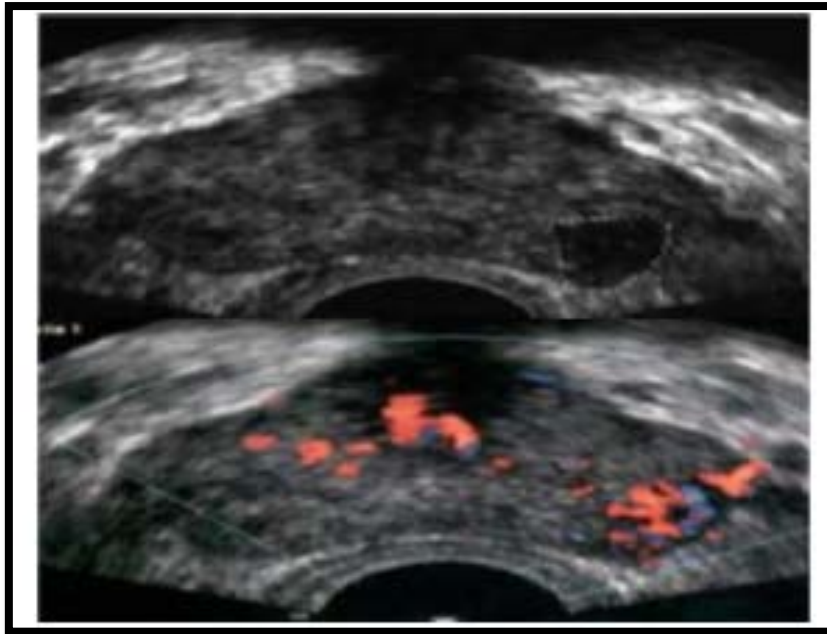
image hypoéchogène prostatique hypervascularisée au doppler
